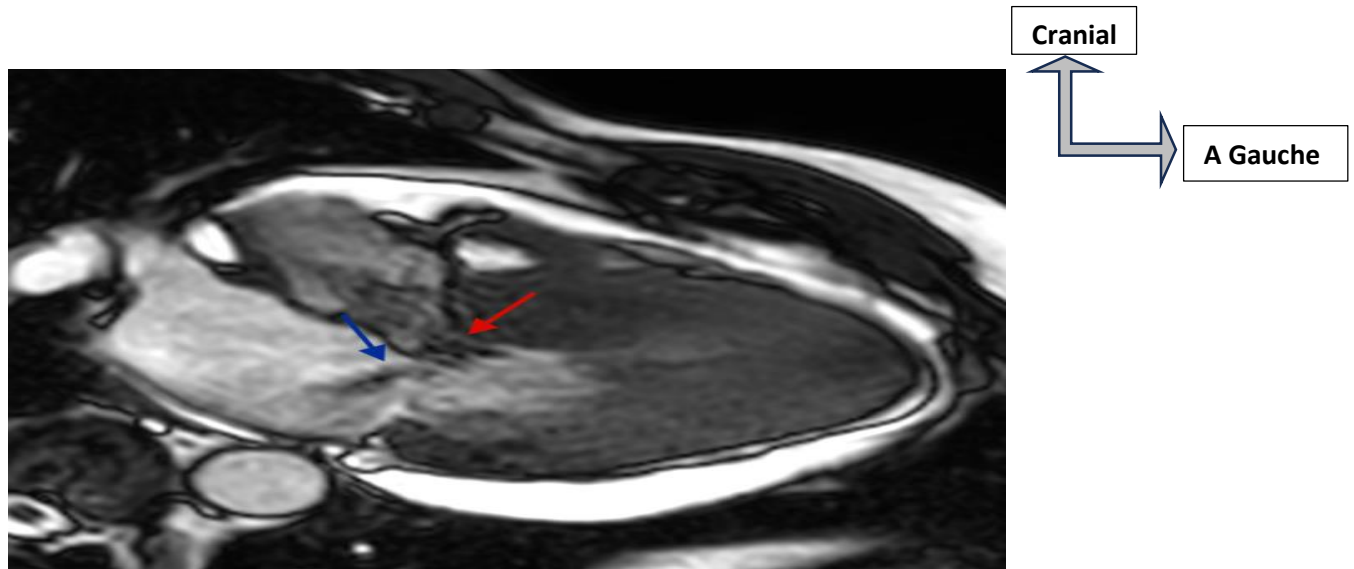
Ciné-IRM montrant un flux d'obstruction sous-aortique (flèche rouge) en regard d'une zone d'hypertrophie septale associée à une régurgitation mitrale (flèche bleue)
